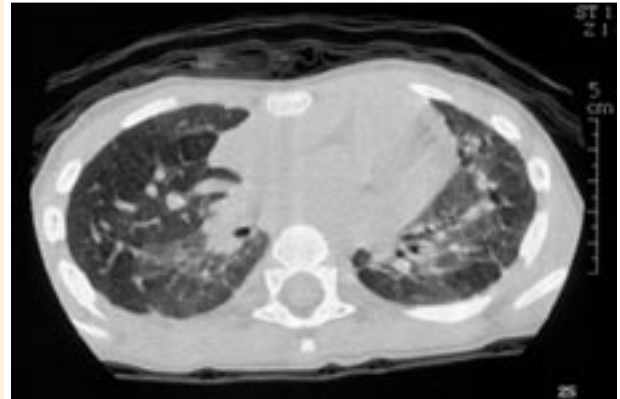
Tomografía computarizada de tórax de alta resolución: pectum excavatum. Aireación heterogénea con zonas hipodensas alternando con zonas en vidrio deslustrado. Engrosamiento de los septos intersticiales. Imagen densa en lóbulo inferior izquierdo.
